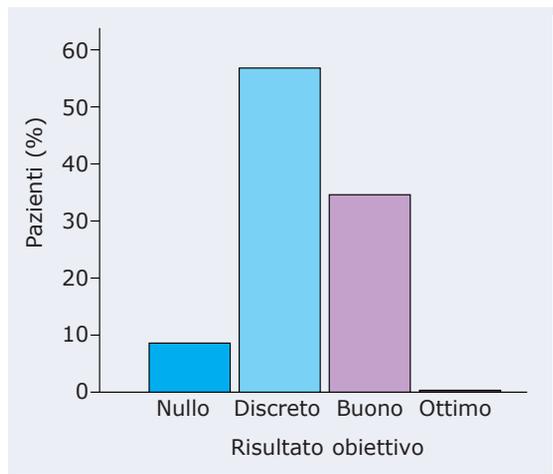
Percentuale di pazienti con risultati ecografici.
